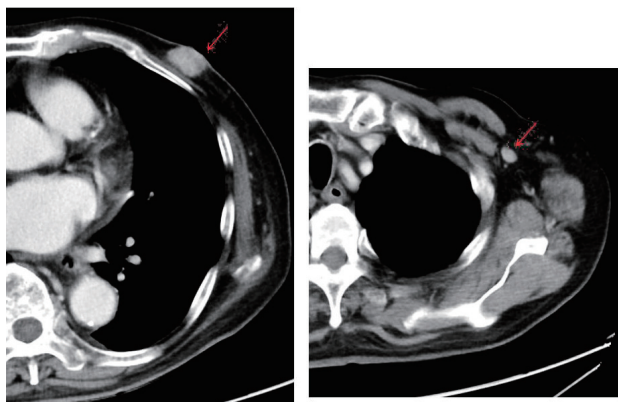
症例2のCT所見。左乳頭直下に2cm大の境界明瞭な腫瘍を認める。明らかな筋層浸潤は認めない。左腋窩に1cm大の増強されるリンパ節を認める。その他遠隔転移を疑う所見はない。
